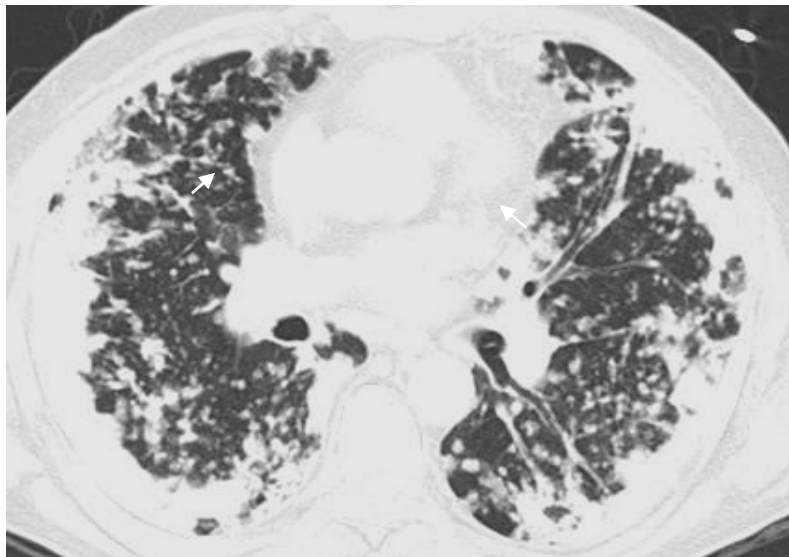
Tomografía de alta resolución, ventana para pulmón. Cambios por tuberculosis miliar.
